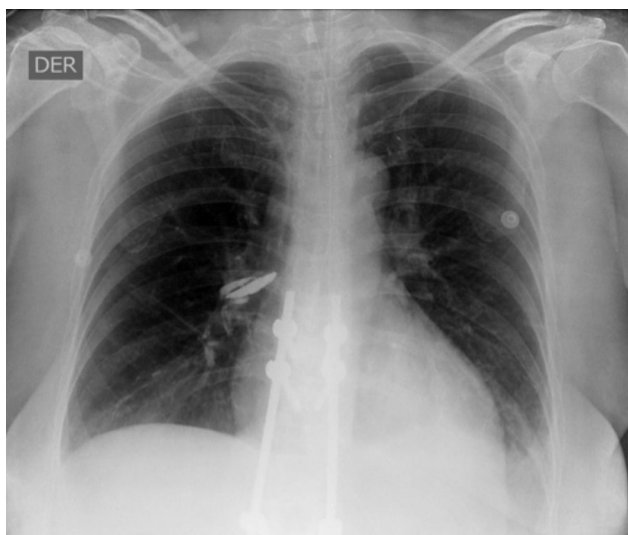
Radiografía de tórax en la que se aprecia obliteración del ángulo costo-diafragmático izquierdo, sugestivo de derrame pleural de apariencia libre. Catéter venoso central. Tubo traqueal central en posición adecuada.
